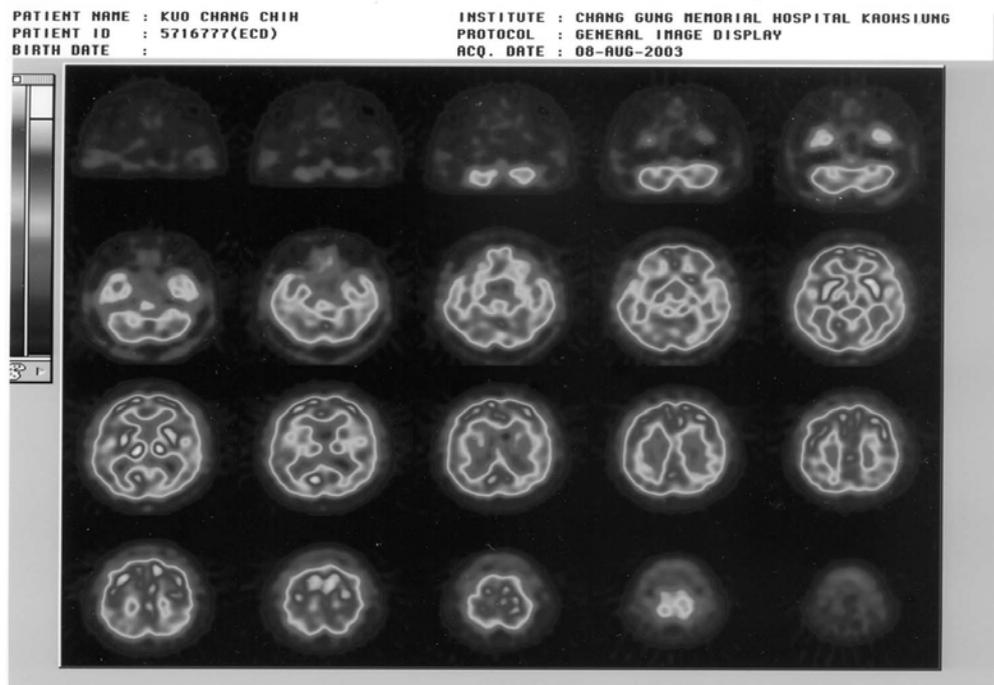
Axial view of SPECT:顯示橋腦有低灌注病灶區
